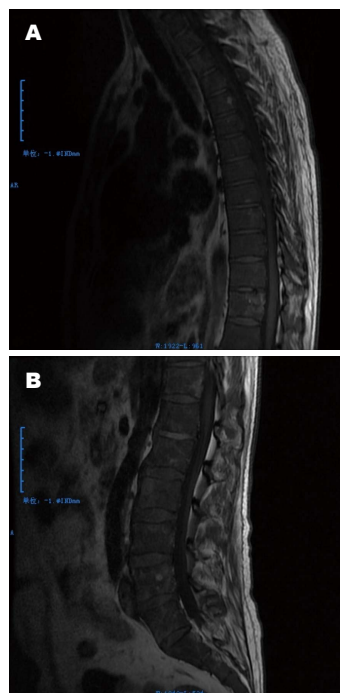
患者MRI. A: 胸椎MRI. 胸椎椎体信号异常, 为骨髓浸润; B: 腰椎MRI. 腰椎椎体信号异常, 为骨髓浸润. MRI: 磁共振成像.
